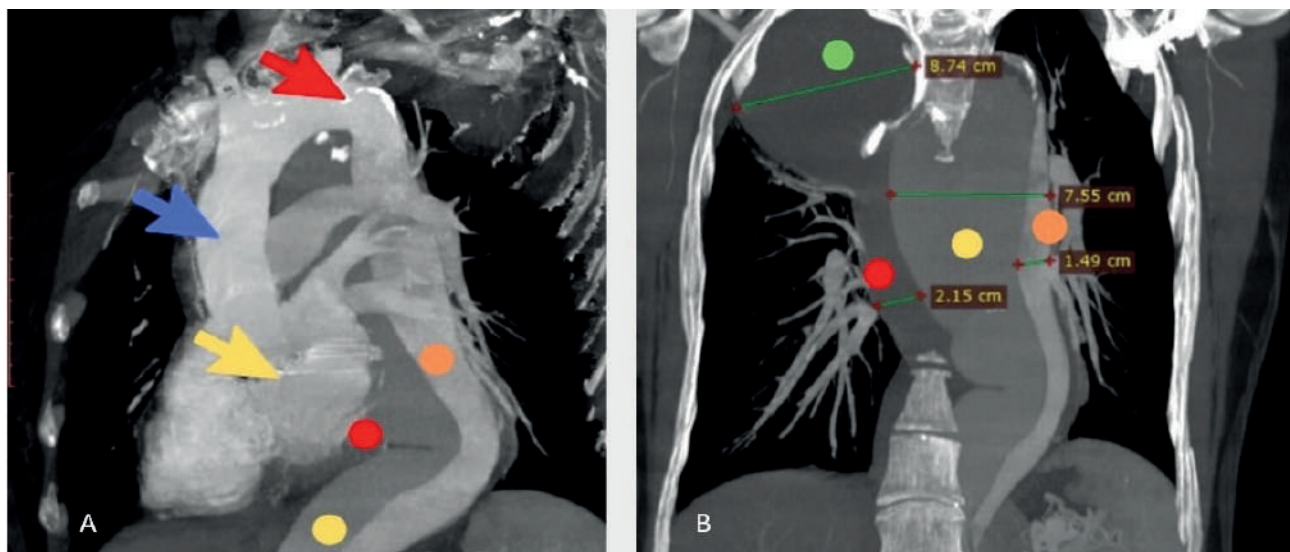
A, B, The patient with MFS and chronic Type A AD. CT-scans after REDO: Bentall procedure. Aortic dissection, true (orange circle) and false lumen (yellow circle) with hematoma in posterior mediastinum (red circle) and upper posterior mediastinum (green circle). A, The mechanical aortic valve prosthesis 23 mm (yellow arrow), the Dacron aortic prosthesis 28 mm in diameter (blue arrow), the calcified proximal part of the descending aorta (red arrow)
